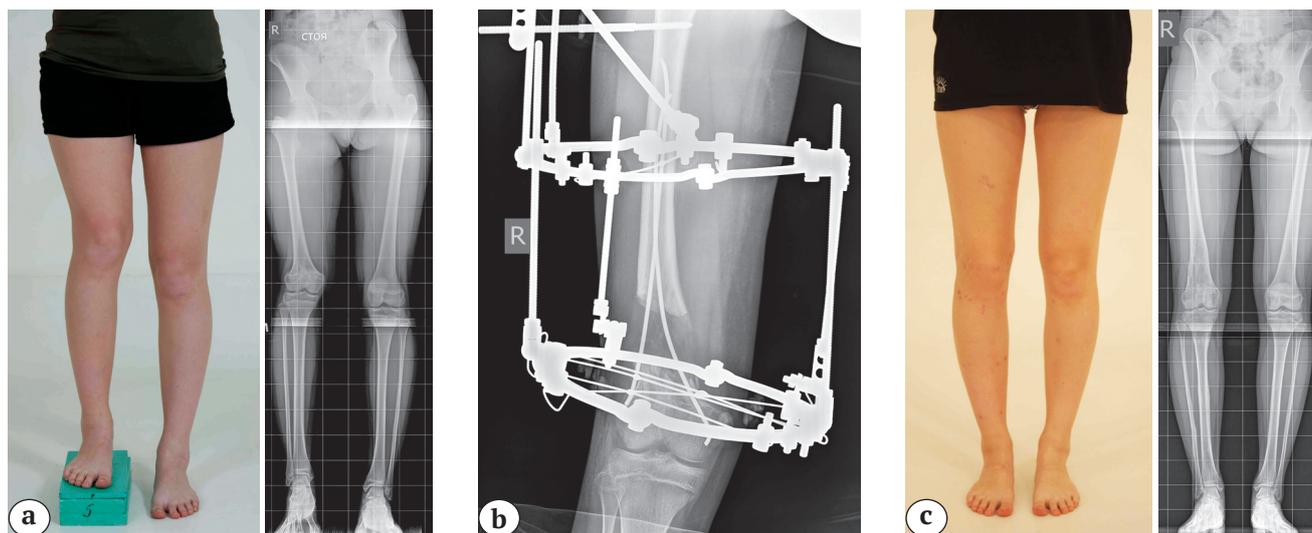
Фото и рентгенограммы пациентки, 13 лет:
